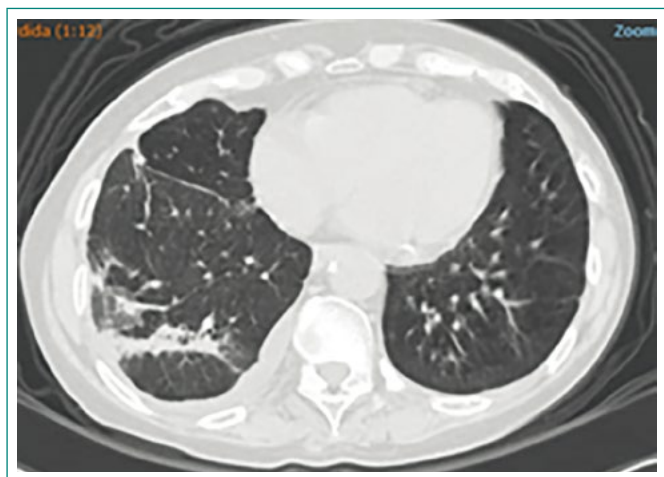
TC de tórax. Disminución de tamaño de nódulos pulmonares
